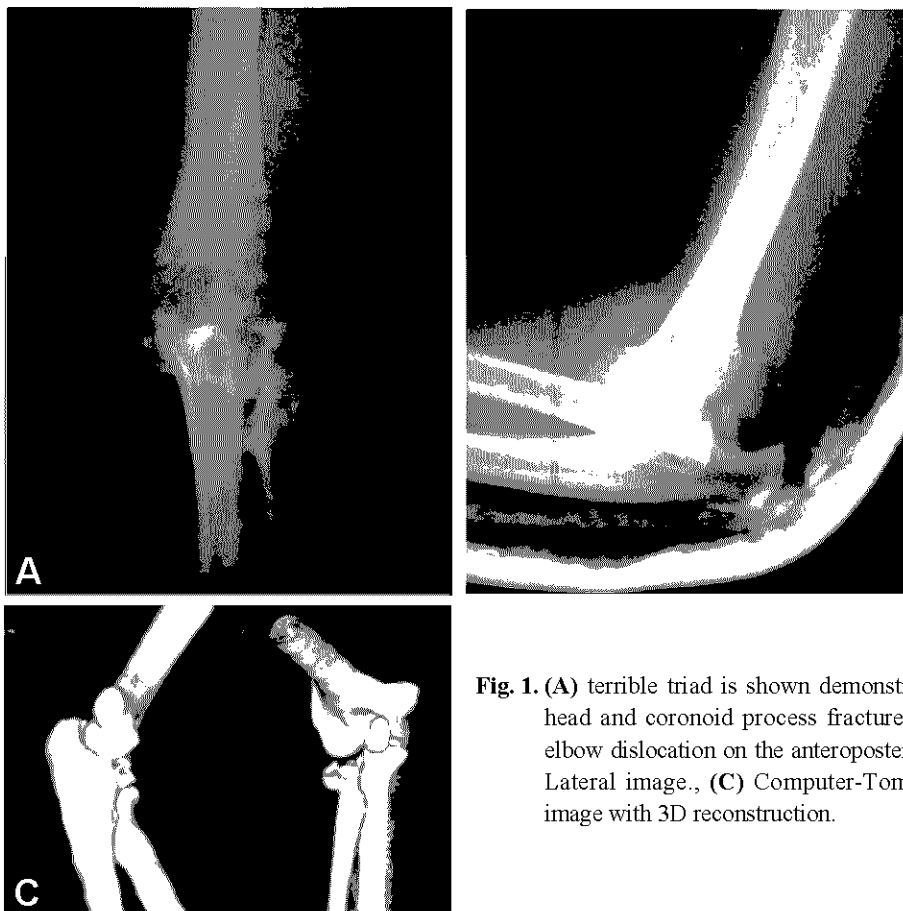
(A) terrible triad is shown demonstrating radial head and coronoid process fracture combined elbow dislocation on the anteroposterior, and (B) Lateral image., (C) Computer-Tomogram(CT) image with 3D reconstruction.
